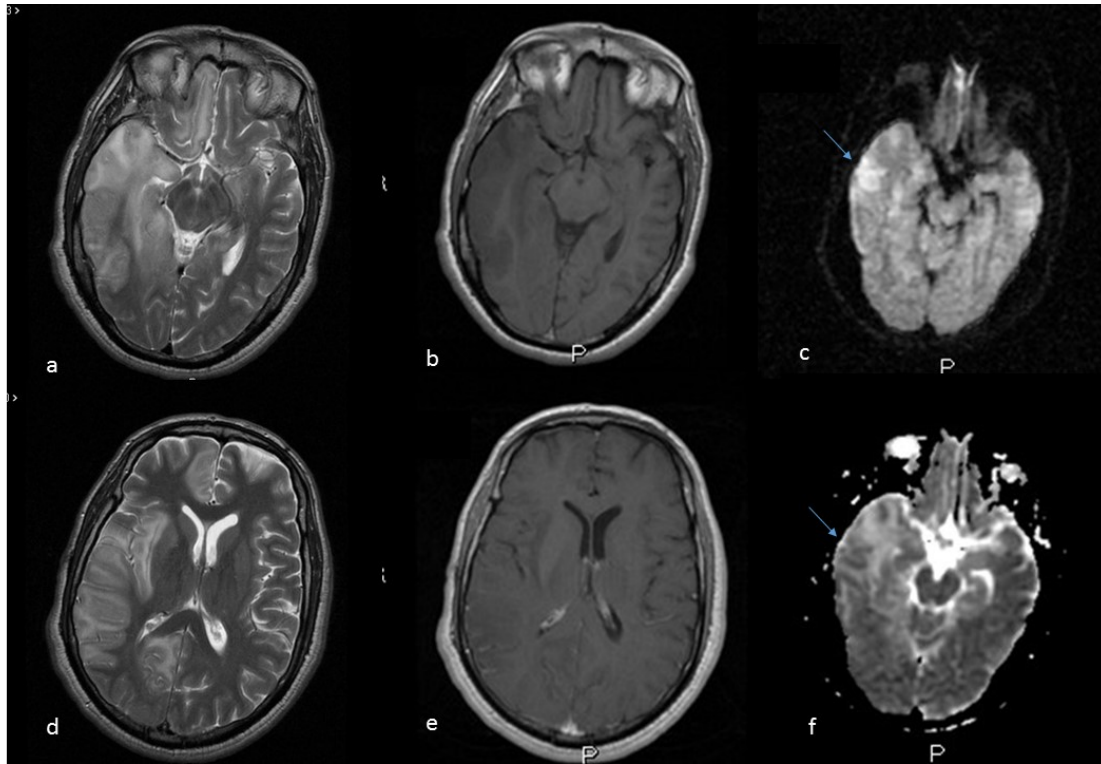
Meningoencefalitis por neurosífilis. Paciente VIH con crisis comiciales y fiebre. LCR: VRDL positivo. Imágenes RM axiales SE T2 (a y d), SE T1 (b), coeficiente de atenuación de la difusión ADC (c), SE T1 con contraste (e) y difusión (f). Afectación multifocal córtico-subcortical, con áreas que restringen en difusión (flechas azules), marcado efecto masa y captación focal leptomenígea.
